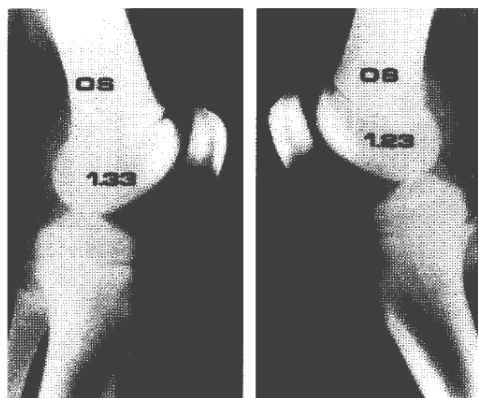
Strict lateral radiograph of both knees in a patient with OS disease. The Caton-Deschamps index was >1.20 (patella alta). Note superimposition of femoral condyles and degree of knee flexion.
